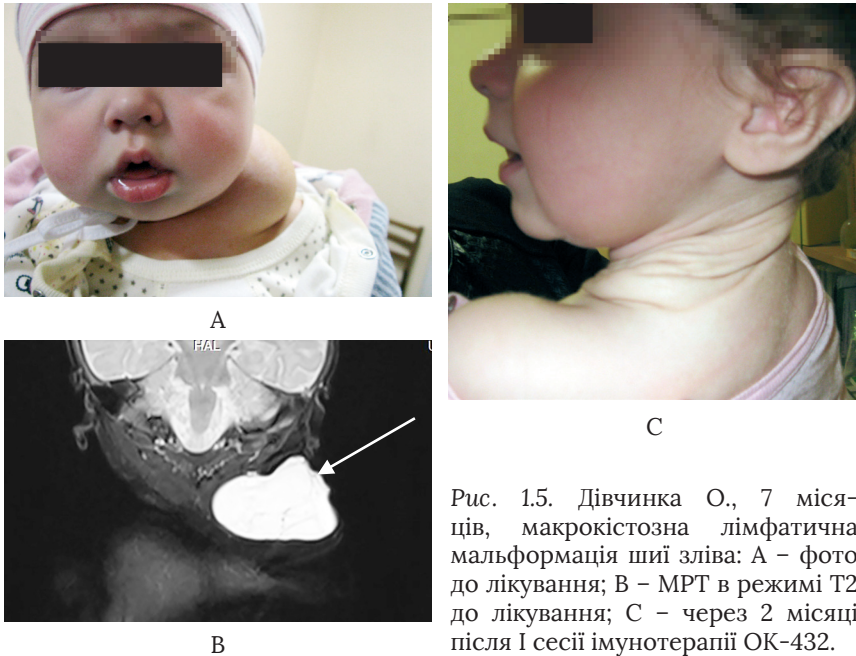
Дівчинка О., 7 місяців, макрокістозна лімфатична мальформація шиї зліва: А – фото до лікування; В – МРТ в режимі Т2 до лікування; С – через 2 місяці після I сесії імунотерапії ОК-432.
